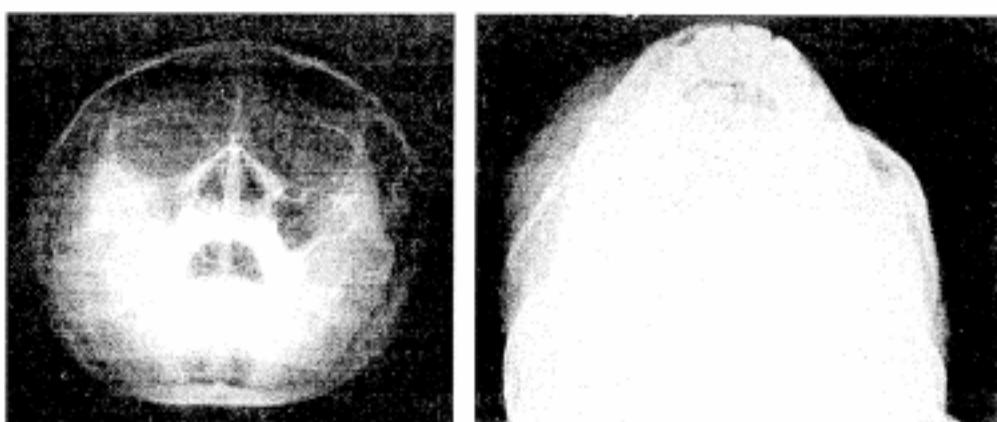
Gãy Blowout sàn hốc mắt phải trên phim Blondeau và lát cắt CT.Coronal
